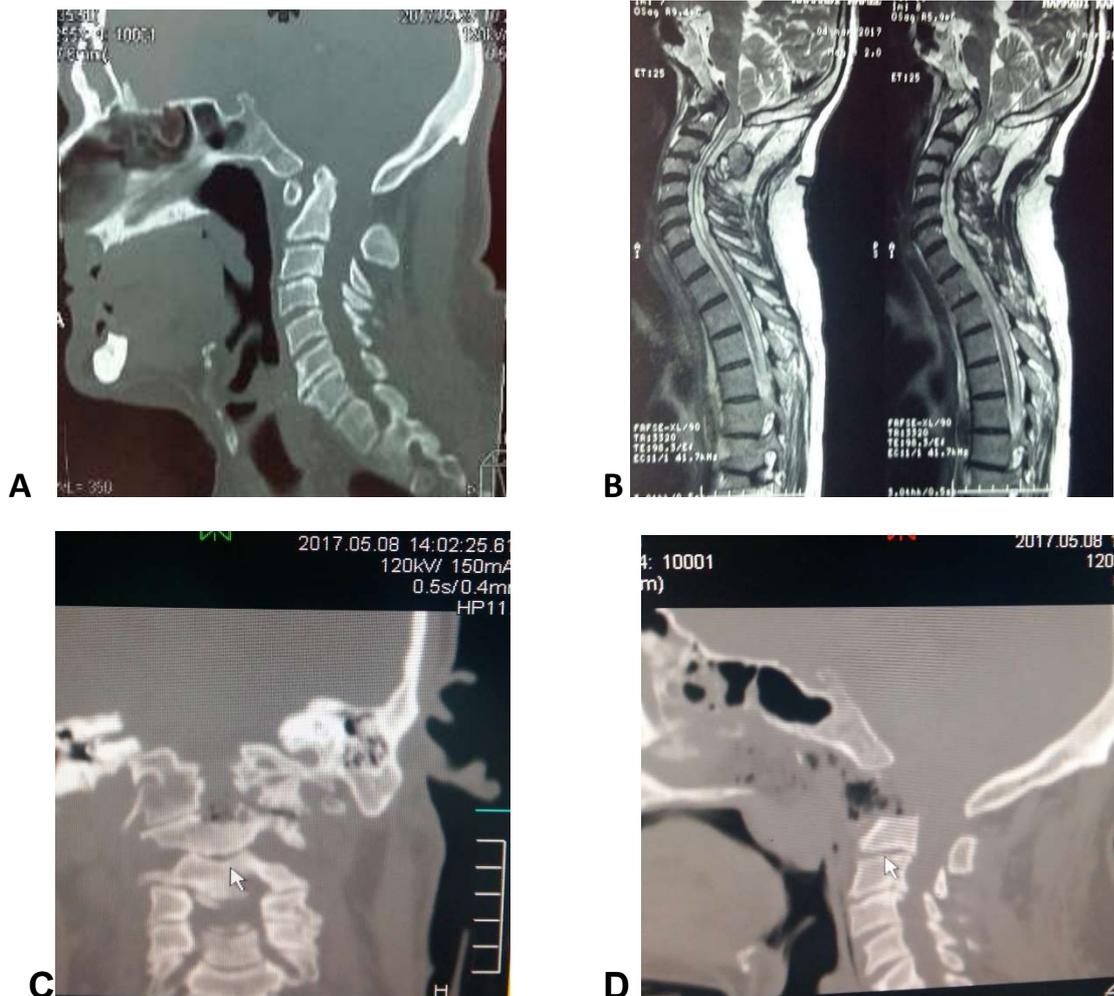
Le scanner (A) et l'IRM sagittale T2 (B) montrant l'invagination basilaire avec assimilation du C1 et compression antérieure de la jonction bulbo-médullaire. Le scanner coronal (C) et sagittal (D) postopératoire montre une bonne décompression antérieure.
